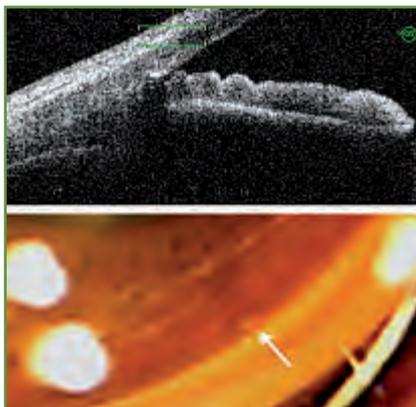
Coupes en tomographie par cohérence optique (OCT Visante) réalisées chez un patient ayant bénéficié de la pose d'un implant iStent, qui apparaît hyperréfléctif et s'accompagne d'un cône d'ombre postérieur. Noter la faible visibilité de l'implant lors de l'examen gonioscopique (flèche blanche).
